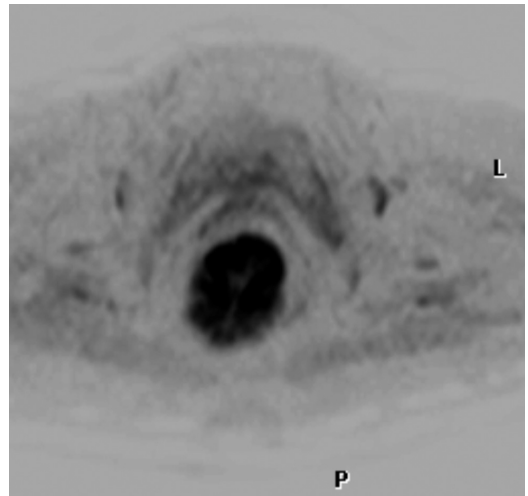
腹部MRI検査（A：T2強調画像、B：拡散強調画像）：T2強調画像で直腸内に突出する約10cm大の絨毛状の腫瘍を認め、またその周囲は高信号を呈していた。深達度は粘膜層までと考えられた（A）。拡散強調画像では直腸内に高信号を呈す腫瘍として認めた（B）。
